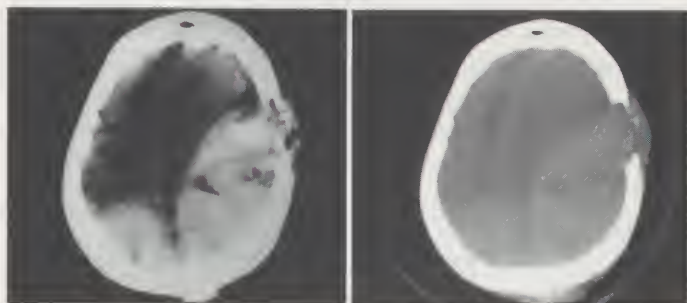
Left: Axial CT Scan demonstrating the huge epidural hematoma. Right: Bone window of the axial CT Scan showing the lytic skull lesion associated to the hematoma.
